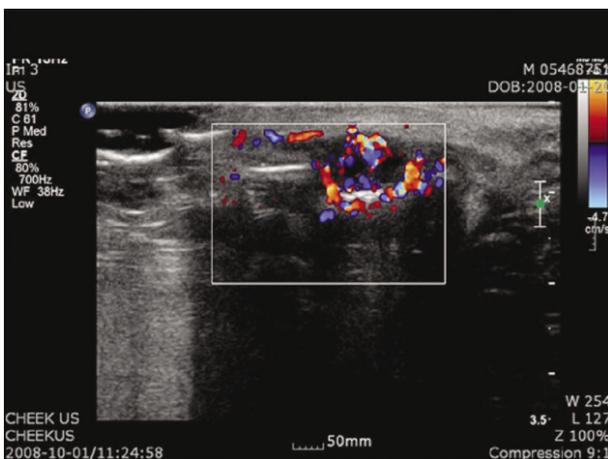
Sonographic finding of hemangioma on lower lip.
